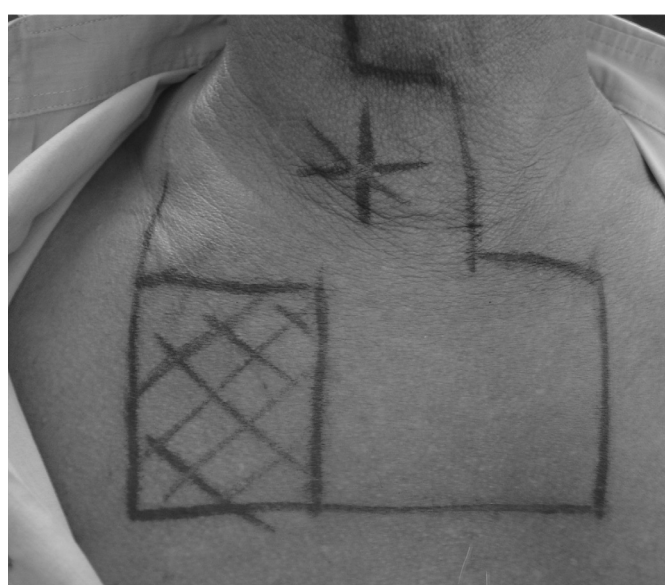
Planejamento dos campos de radioterapia, baseado na tomografia, incluindo cadeias cervicais de drenagem e mediastino
